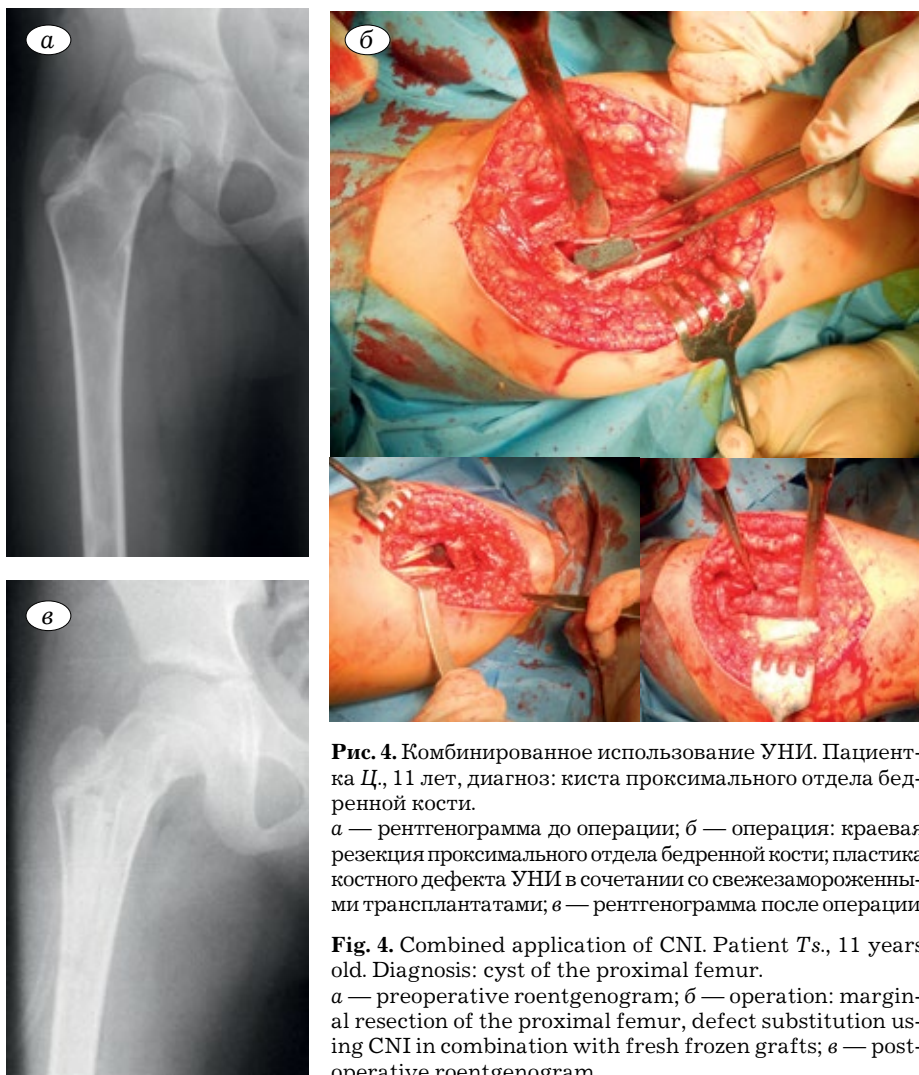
Комбинированное использование УНИ. Пациентка Ц., 11 лет, диагноз: киста проксимального отдела бедренной кости. а — рентгенограмма до операции; б — операция: краевая резекция проксимального отдела бедренной кости; пластика костного дефекта УНИ в сочетании со свежезамороженными трансплантатами; в — рентгенограмма после операции.
